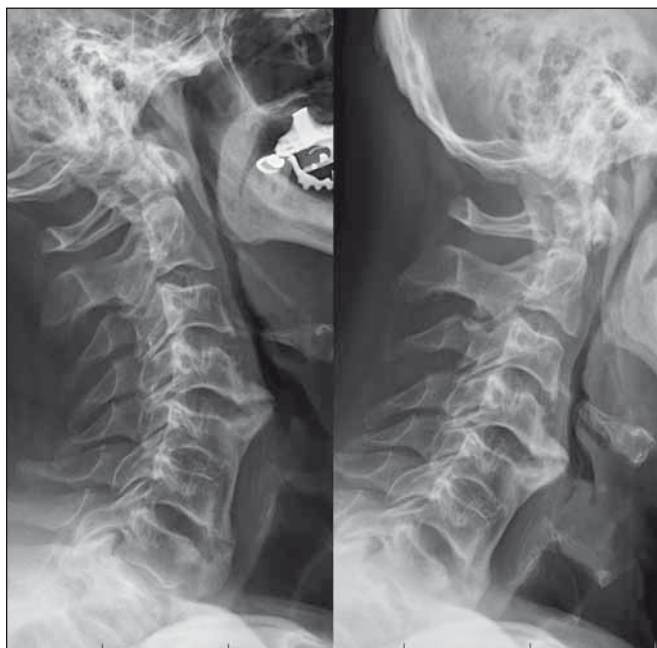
Kontrolní RTG po šesti měsících (kazuistika 1).
